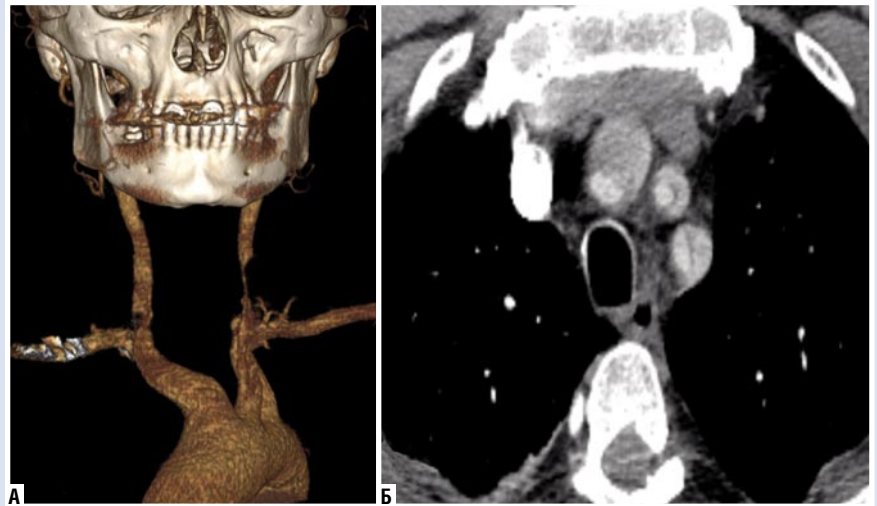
МСКТ сердца и аорты с контрастированием. А – 3D модель дуги аорты и брахиоцефальных артерий; Б – расслоение брахиоцефального ствола, левой общей сонной артерии и левой подключичной артерии с задавлением истинного просвета.
